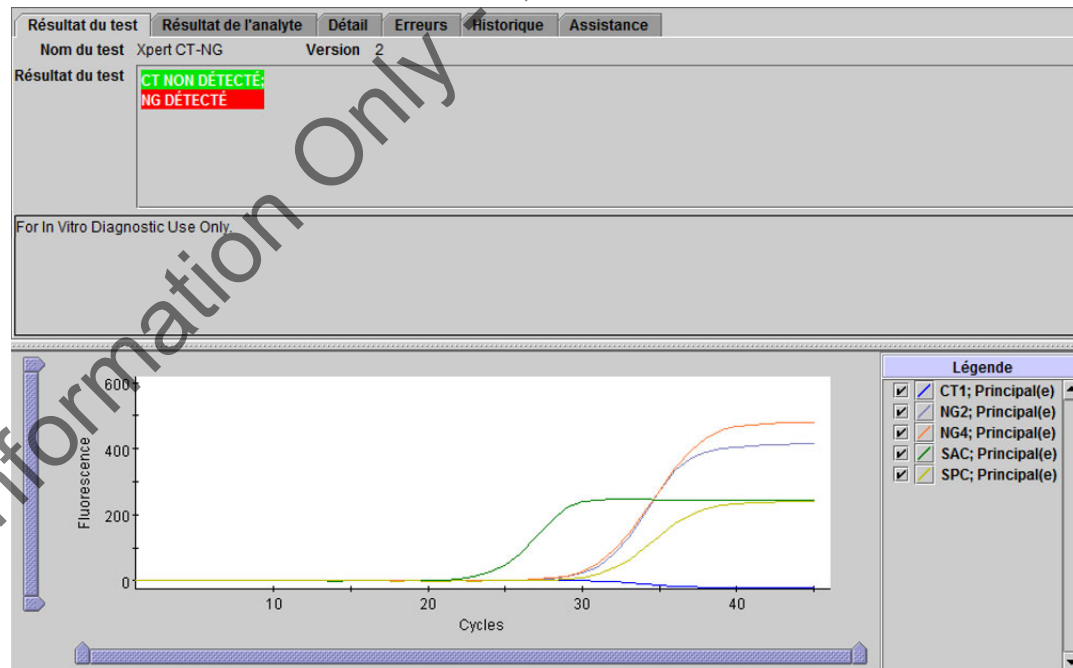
Xpert CT\_NG - CT non détecté et NG détecté
